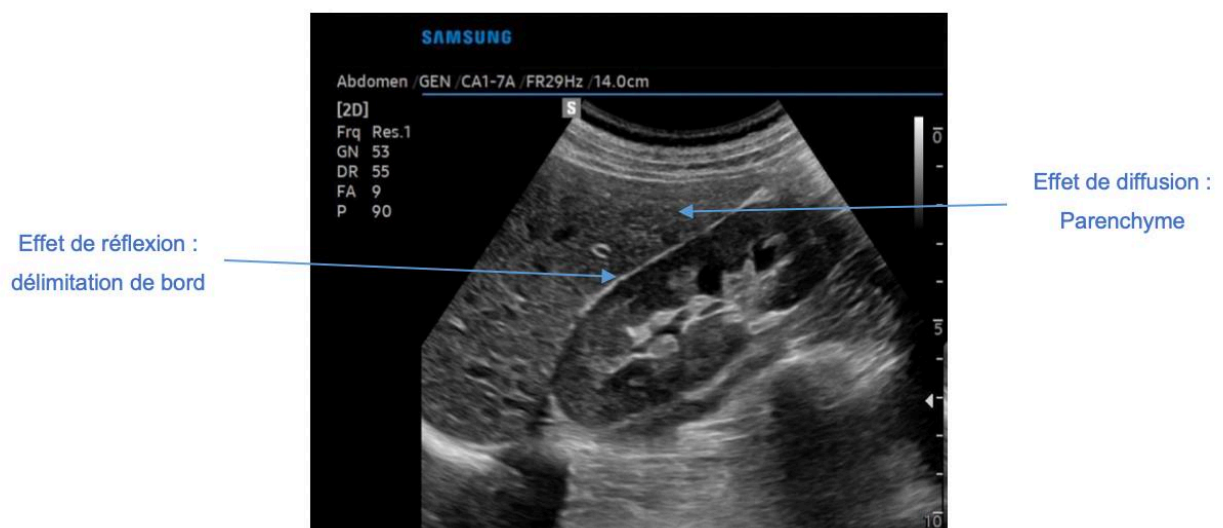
Phénomène de réflexion et de diffusion sur une image échographique du foie et du rein droit
